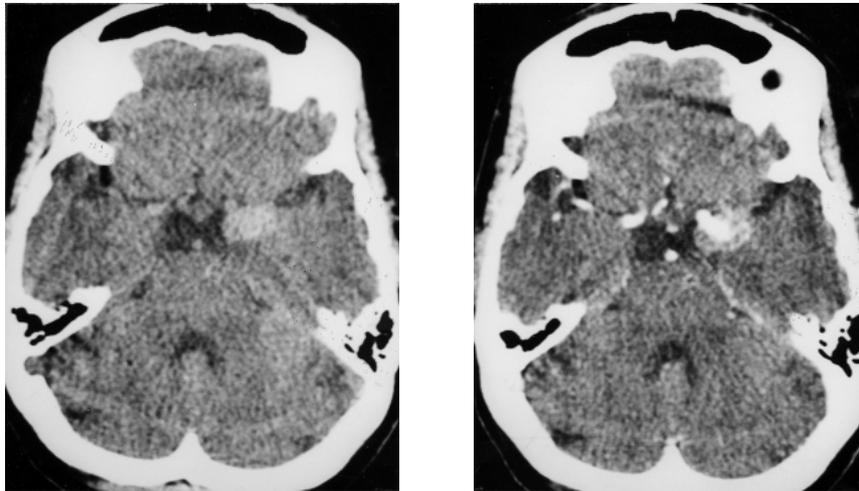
À esquerda, tomografia computadorizada na fase pré-contraste demonstrando lesão arredondada ocupando a cisterna carotídea esquerda; à direita, fase contrastada demonstrando captação heterogênea do contraste.
